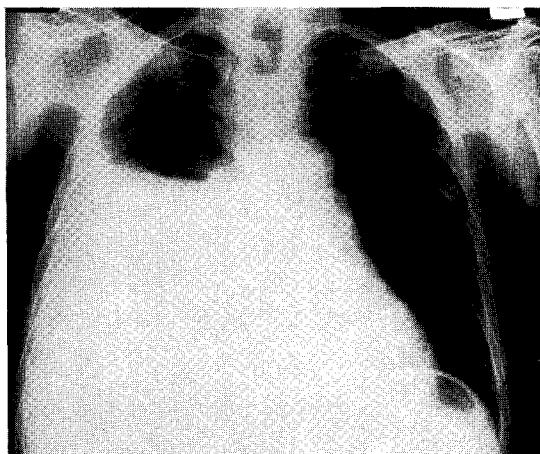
Chest radiography shows massive right pleural effusion (case 1).
